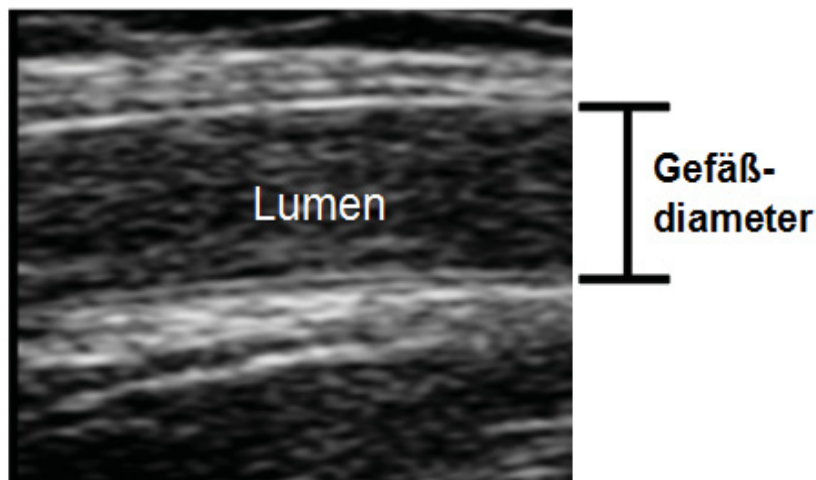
Darstellung des Gefäßdiameters mittels Sonographie
